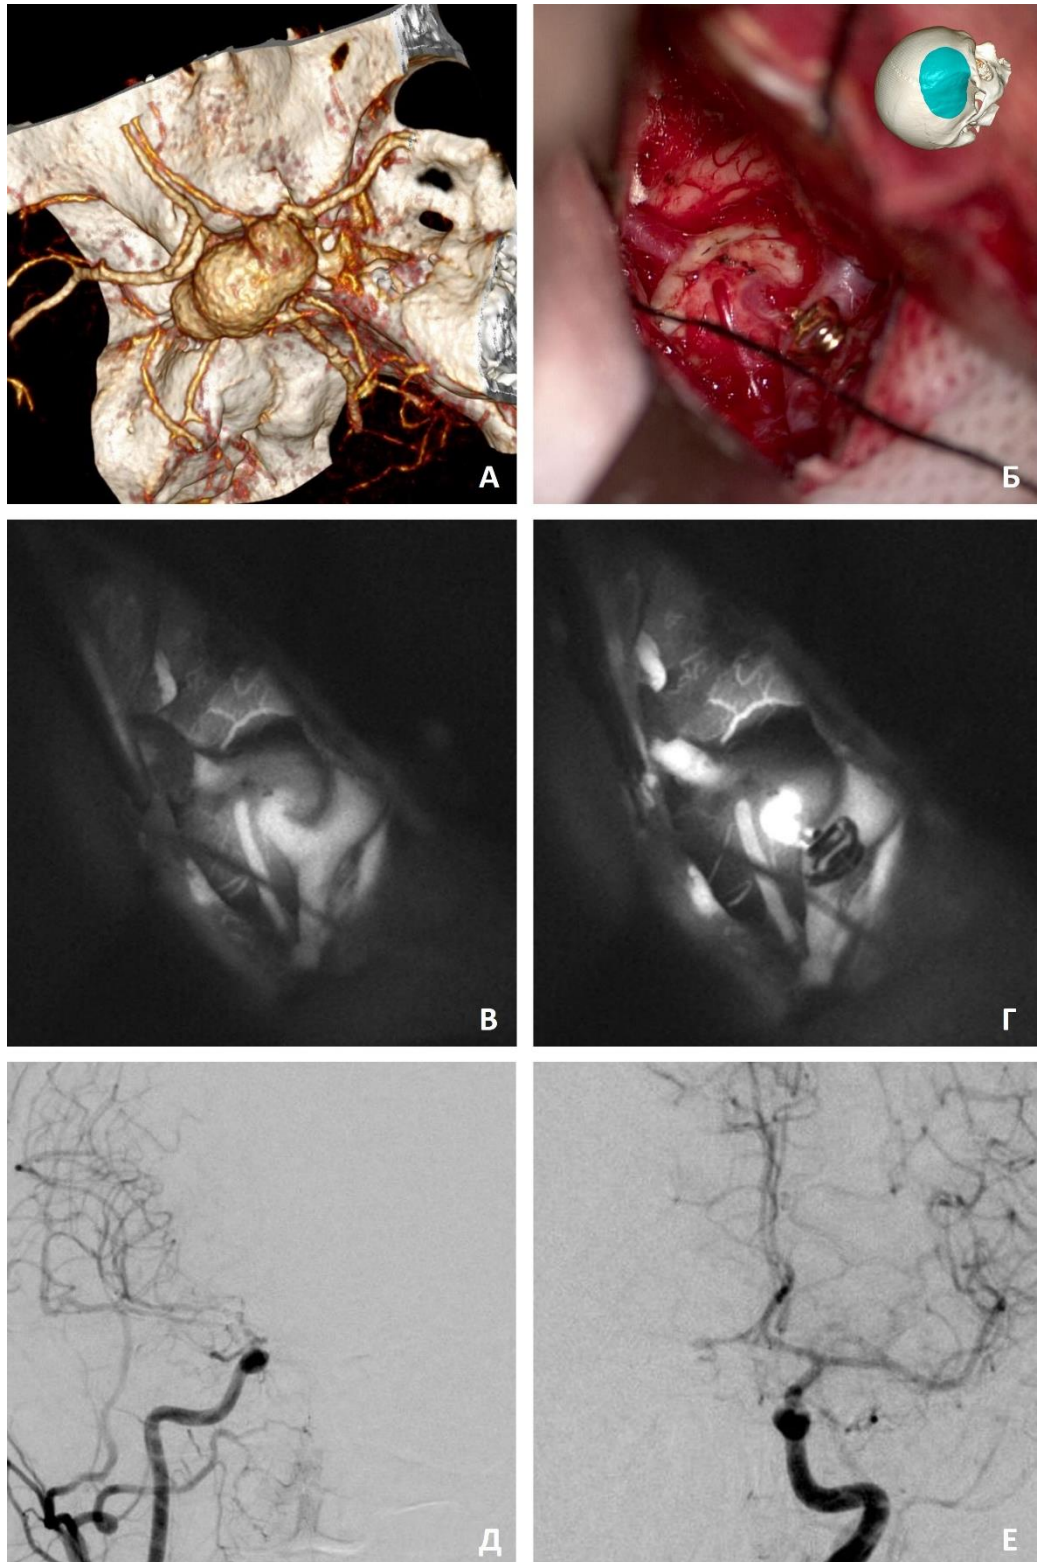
Проксимальное клипирование гигантской прекоммуникантной аневризмы. А – вид аневризмы на КТ-ангиографии; Б – визуализирована крупная перфорирующая артерия, отходящая от аневризмы; В, Г – картина ФВА до и после проксимального выключения А1 сегмента; Д, Е – ЦАГ, правый (Д) и левый (Е) каротидный бассейны
